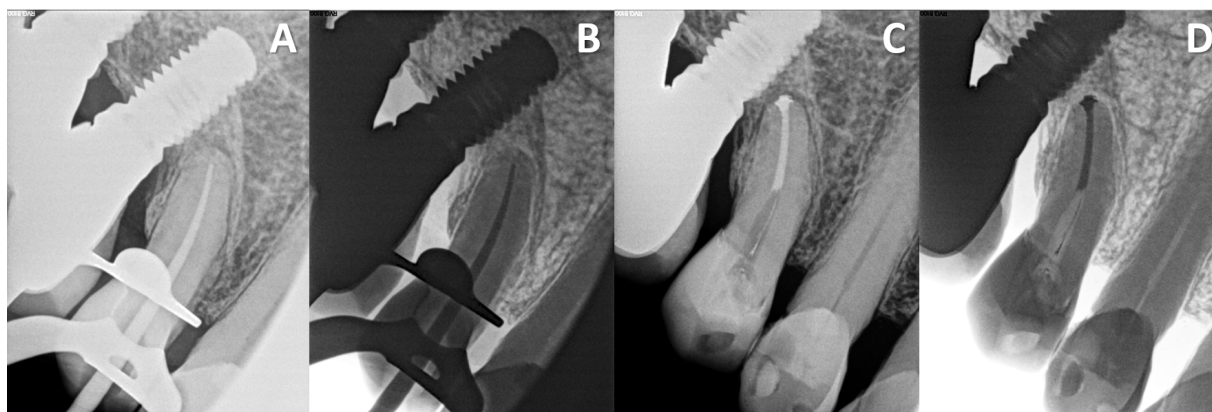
A e B: Prova do cone; C e D: Radiografia final após obturação endodôntica
